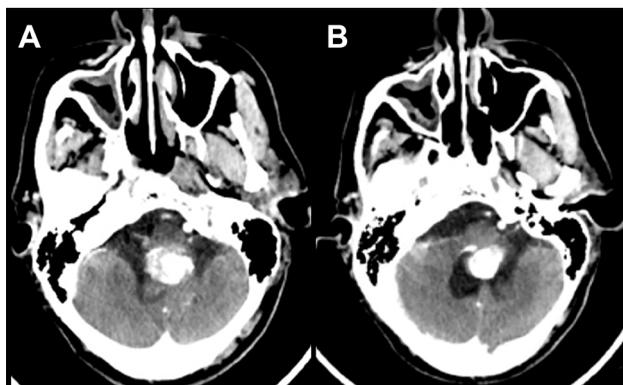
TC axial con contraste evidenciando lesión hiperdensa con captación intensa y heterogénea.
